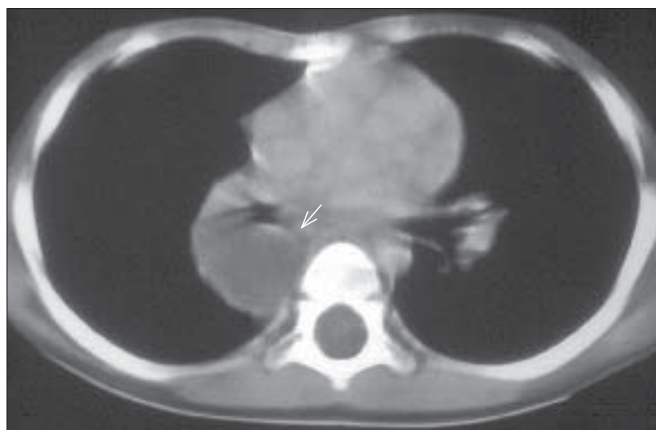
Chist enteric. Secțiune CT de torace. Formațiune cu conținut fluid delimitat de un perete propriu, fin
